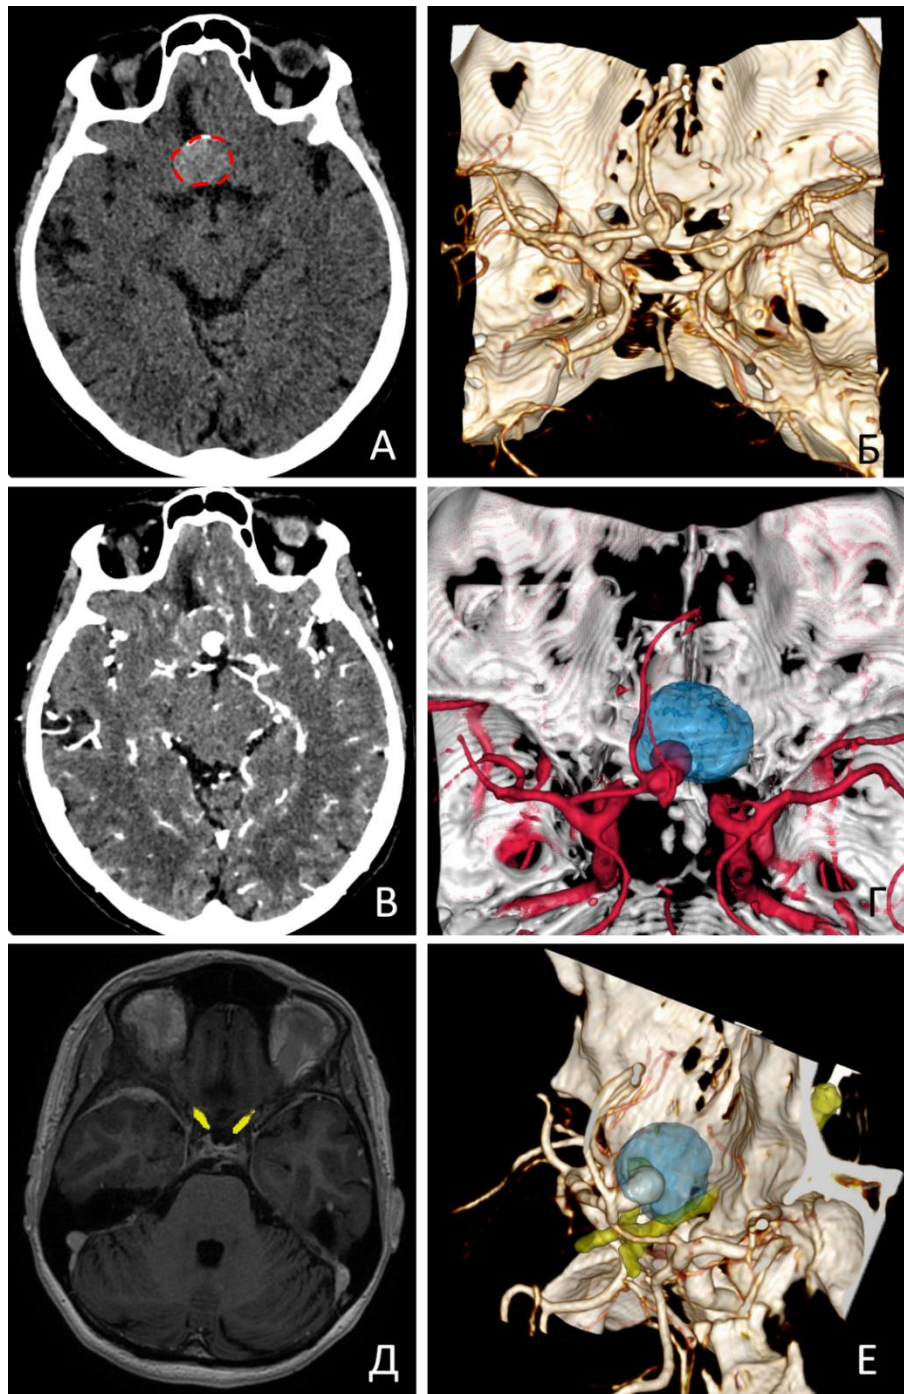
Сегментация тромбированной части и зрительных нервов. А – размеры аневризмы на нативной КТ; Б, В – функционирующая часть аневризмы на КТ-ангиографии; Г – сегментация тромбированной (выделена голубым цветом) и нетромбированной частей аневризмы; Д – сегментация зрительных нервов на МРТ T1 FSPGR; Е – 3Д-реконструкция с сегментированными тромбированной частью аневризмы и зрительными структурами
